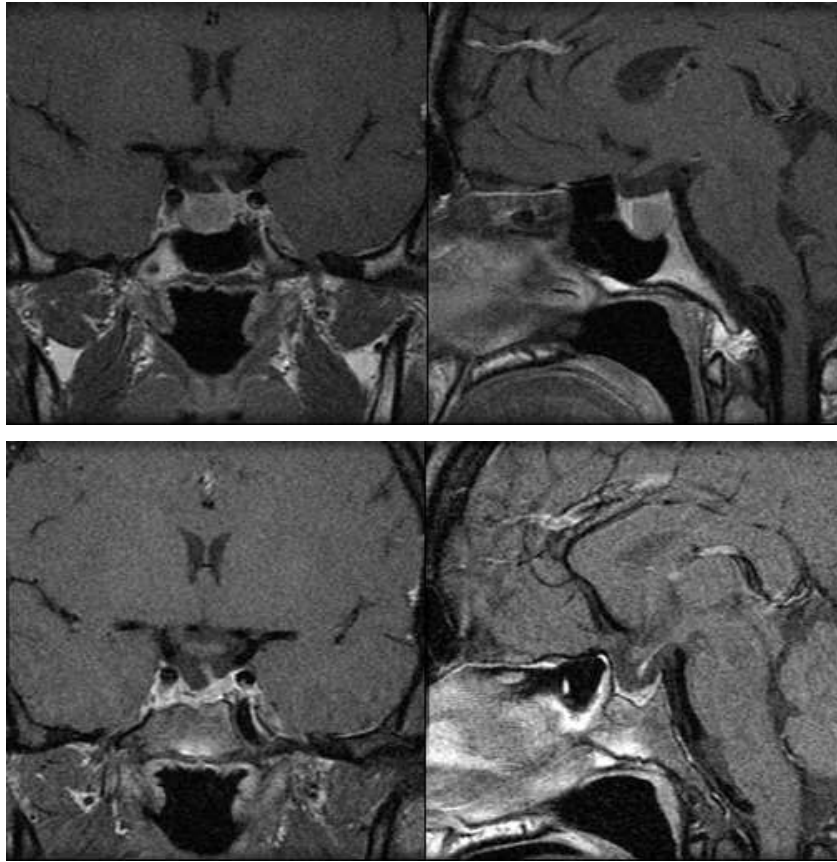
Coronal Gd-enhanced T1-weighted MR images in a 29-year-old woman who presented with amenorrhea and galactorrhea caused by microprolactinoma. *Upper:* The patient's initial serum prolactin level was $320\ \mu\text{g/L}$. The patient was treated with bromocriptine, which was changed to surgical treatment because she experienced intolerable side effects and desired restoration of fertility. *Lower:* Image obtained at 3 years after surgical treatment. There is no residual or recurred tumor. The serum prolactin level is $23\ \mu\text{g/L}$ and she had a baby.
